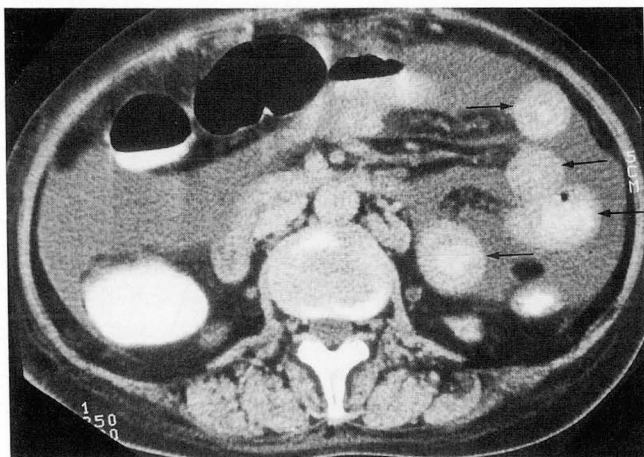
Thickening of the small bowel wall in 49-year-old woman. Contrast enhanced CT shows concentric and smooth thickening of small bowel wall (arrows) and large amount of fluid collection.
